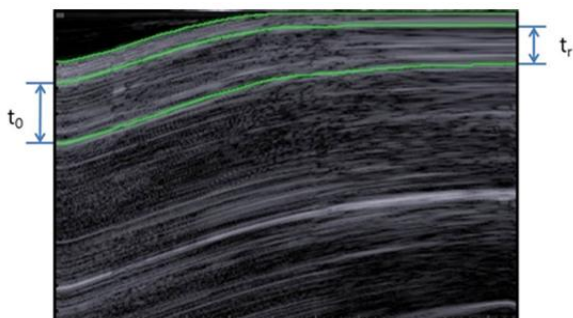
Measurement of  $\Delta t_{max}$  by B-mode ultrasonography.  $\Delta t_{max} = t_0 - t_r$ ,  $t_0$ : initial thickness of the subcutaneous tissue,  $t_r$ : residual thickness of the subcutaneous tissue,  $\Delta t_{max}$ : maximal change of the thickness.
